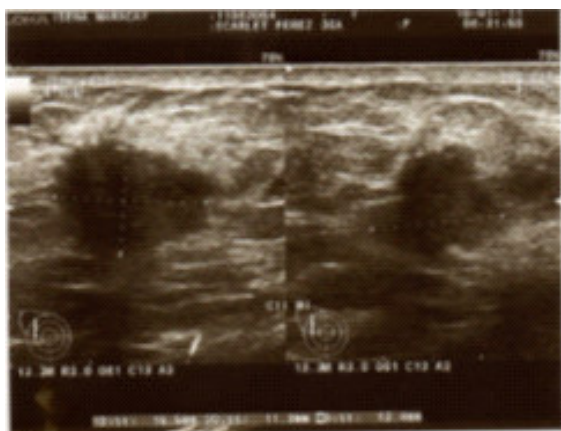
Ecografía Mamaria. Septiembre, 2011.
